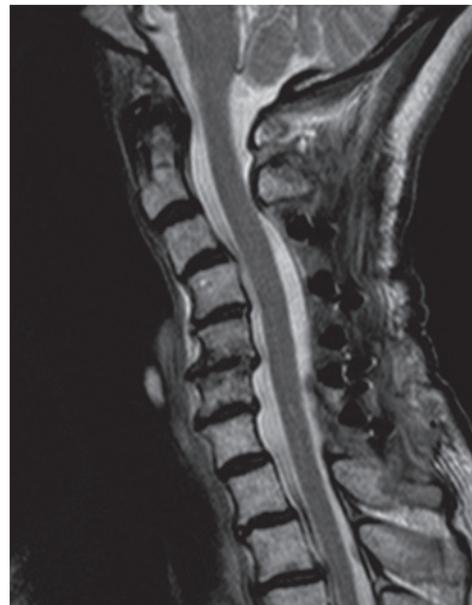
症例2の術後MRI. 頸椎椎弓形成術を行い, 頸髄の圧迫は解除された.
